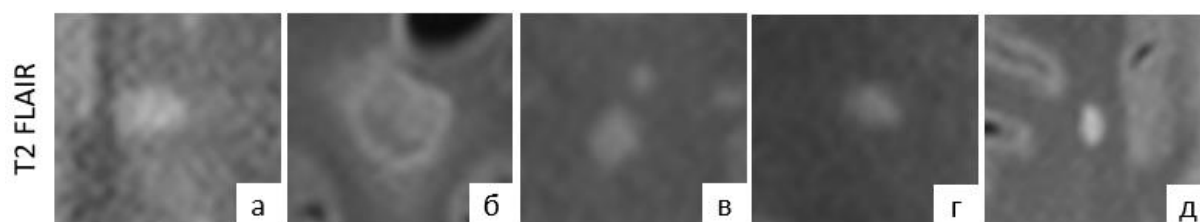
Визуализация очагов демиелинизации в режиме T2 FLAIR.
